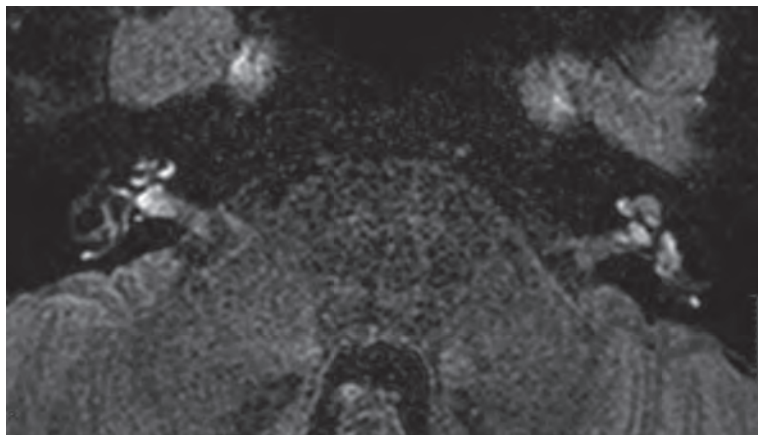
Notre imagerie 3D FLAIR standard combinant suppression du signal de graisse et allongement du TE pour obtenir un effet “heavily T2-weighted” (h-T2W).
